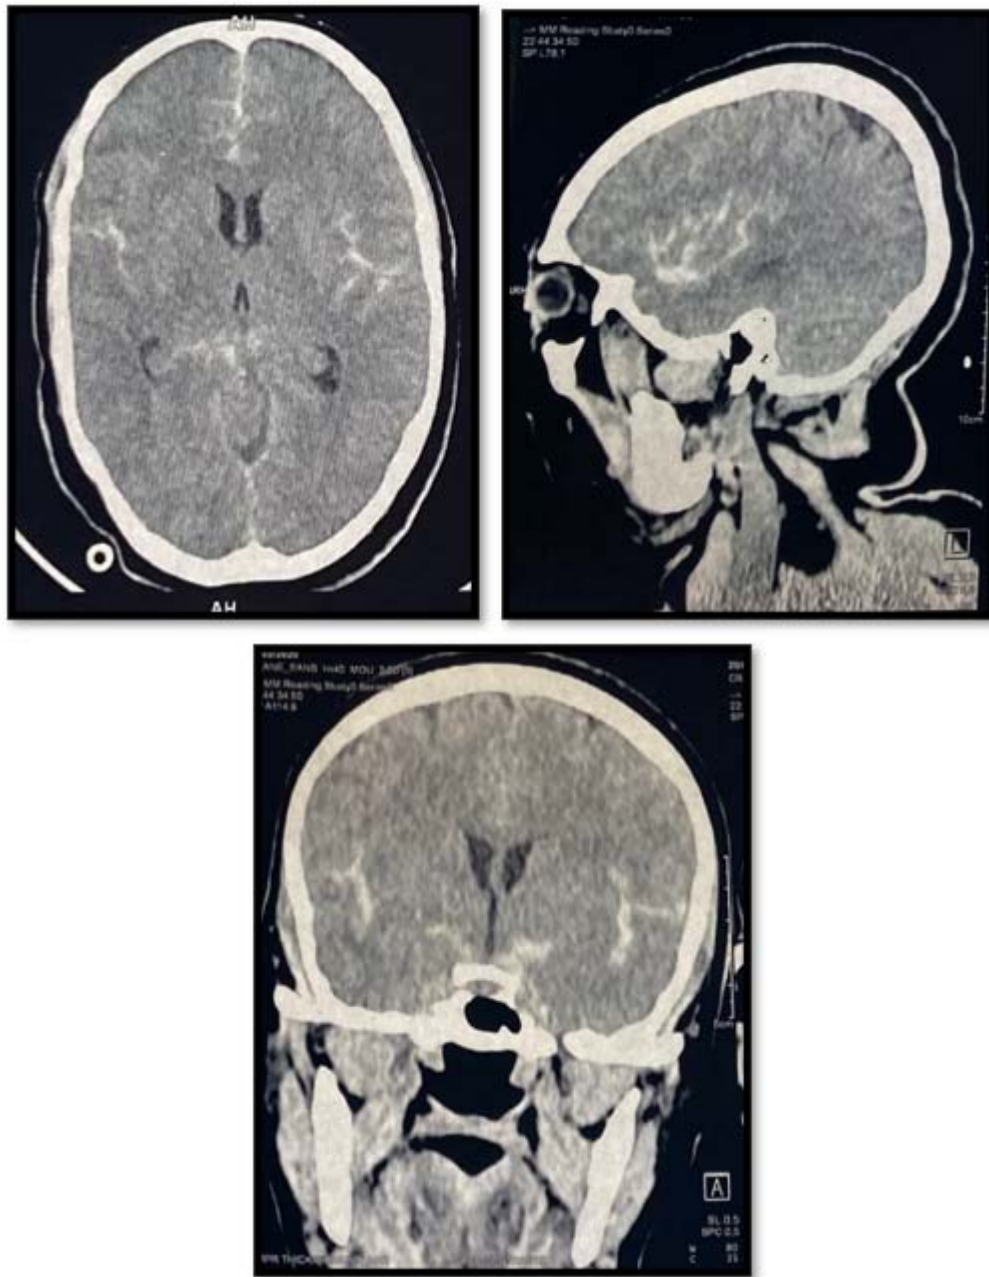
TDM cérébrale sans injection de PDC (chez une patiente de 65 ans qui s'est présentée pour une crise convulsive) qui objective une hémorragie sous arachnoïdienne diffuse classée stade IV de FISHER prédominante au niveau de la vallée sylvienne gauche avec œdème cérébral diffus.
